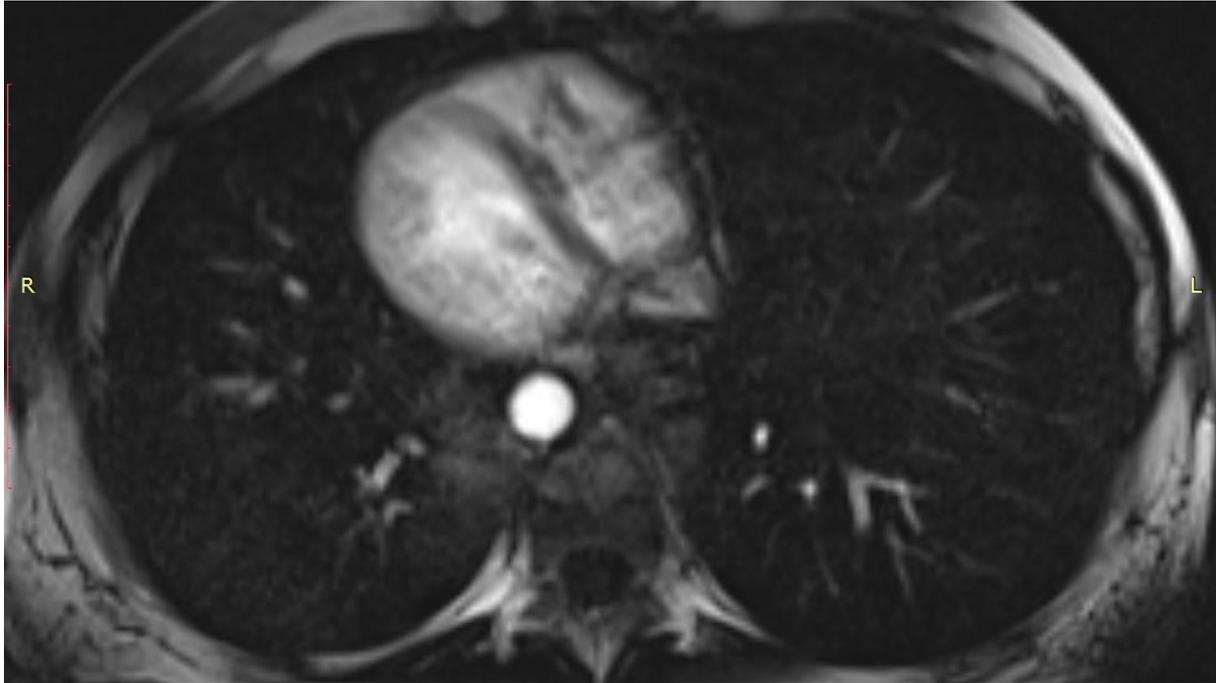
МРТ-срез в аксиальной проекции с контрастом.
